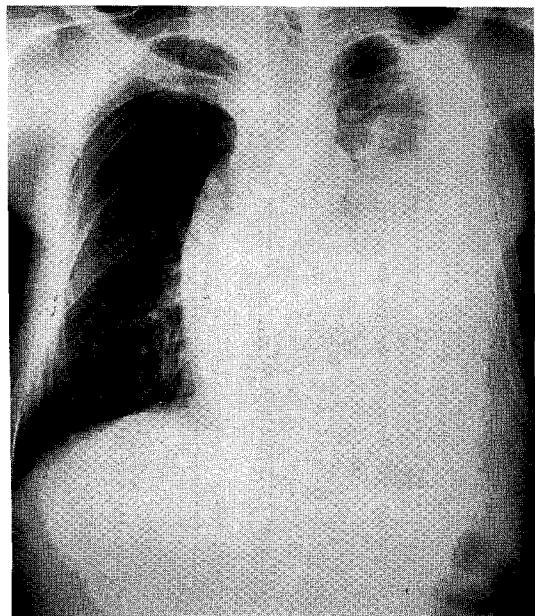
Chest radiograph on arrival showing a left pleural effusion.
